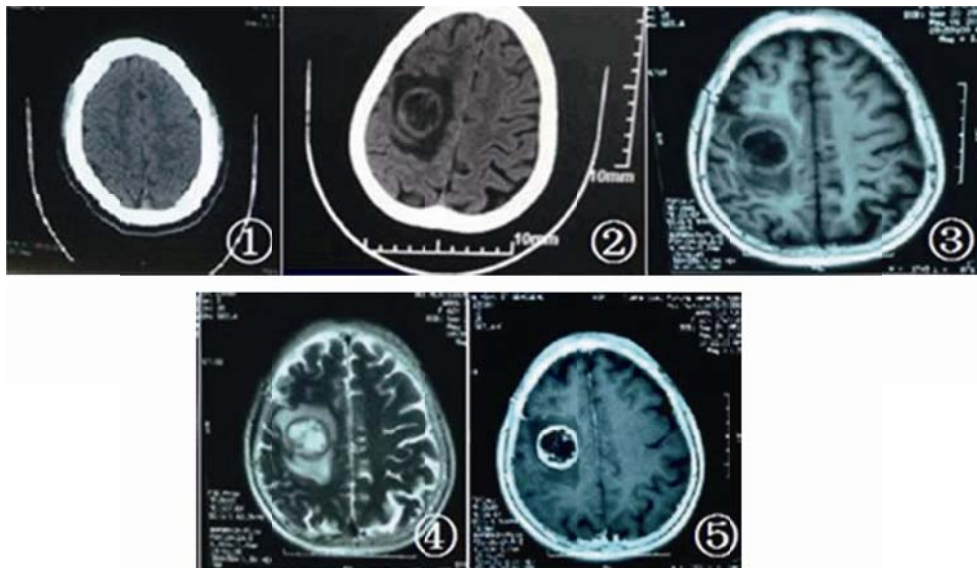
~5 患者头颅影像学检查结果。图 1 此次入院前 1 个月头颅 CT 示颅内未见异常; 图 2 入院时头颅 CT 示右侧半卵圆中心圆形病灶, 边缘较光滑、密度稍高, 内部密度低, 周围可见片状不规则水肿带; 图 3、图 4 头颅 MRI 轴位 T1、T2 加权像示右侧半卵圆中心类圆形病灶, 边缘呈等 T1、等 T2 信号, 中央呈长 T1、长 T2 信号, 灶周见片状稍长 T1、稍长 T2 信号; 图 5 注射造影剂后头颅 MRI 轴位增强图像示病灶呈环状强化, 中央及灶周未见强化。
